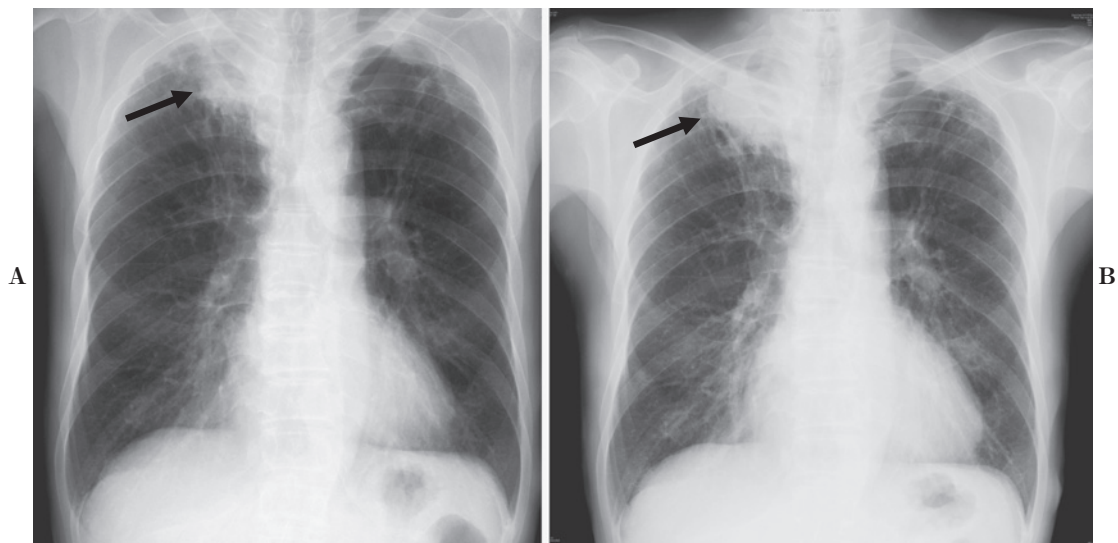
Chest X-ray. Chest X-ray film shows a 20×20 mm mass in the right lung at admission (A) and a 48×46 mm mass 5 months after admission (B).
